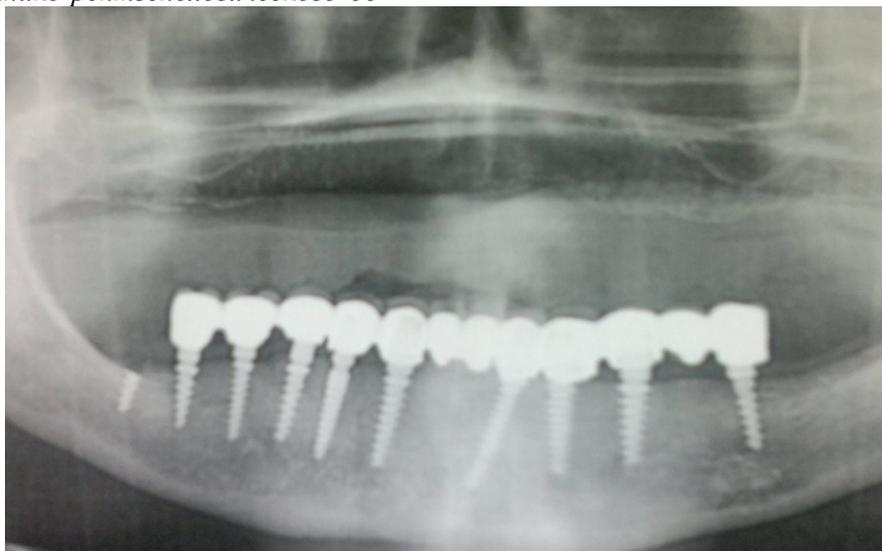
Отпечаток панорамной рентгенограммы: состояние имплантатов, костных тканей челюстей и зубных протезов после постоянной фиксации у б-ой А-в А. (2012г.)
